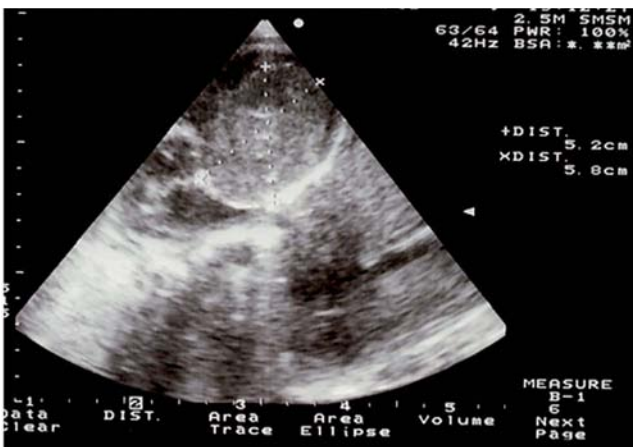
Ecocardiograma transtorácico (incidência de quatro câmaras): volumosa massa heterogénea no ventrículo esquerdo, na dependência da parede livre.
